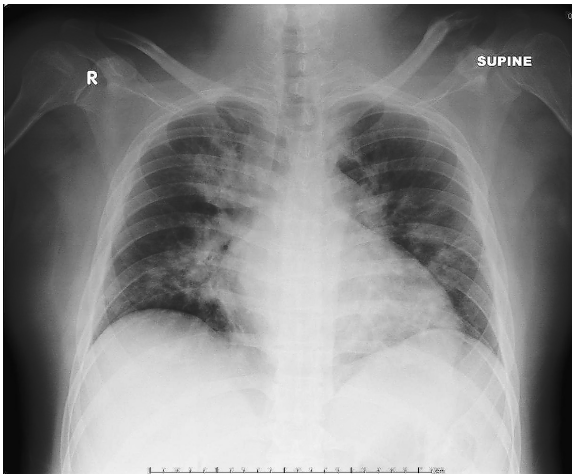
Chest radiograph on admission, showing central-predominant infiltrates in both lungs
